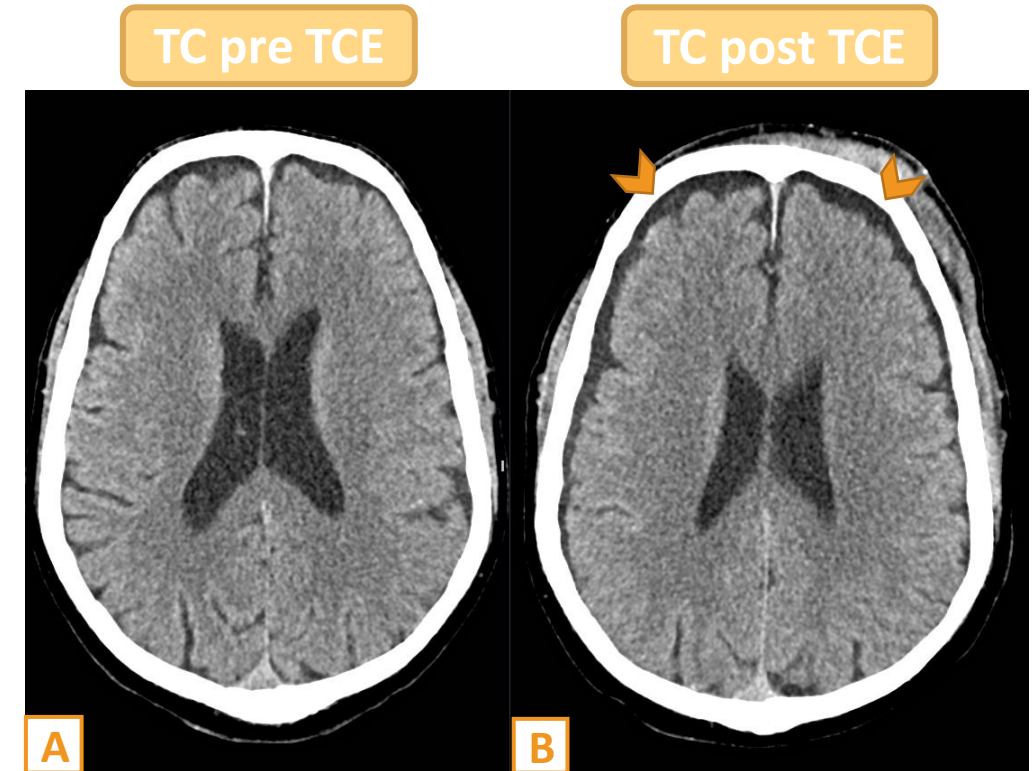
Paciente ingresa por caída desde su propia altura, con hallazgos en TC que muestran aumento del espacio extraaxial en la región frontoparietal de forma bilateral, no evidenciado en el estudio previo, sugestivo de higromas postraumáticos (imagen B). Asocia hematoma de partes blandas en la región fronto-orbitaria izquierda.
